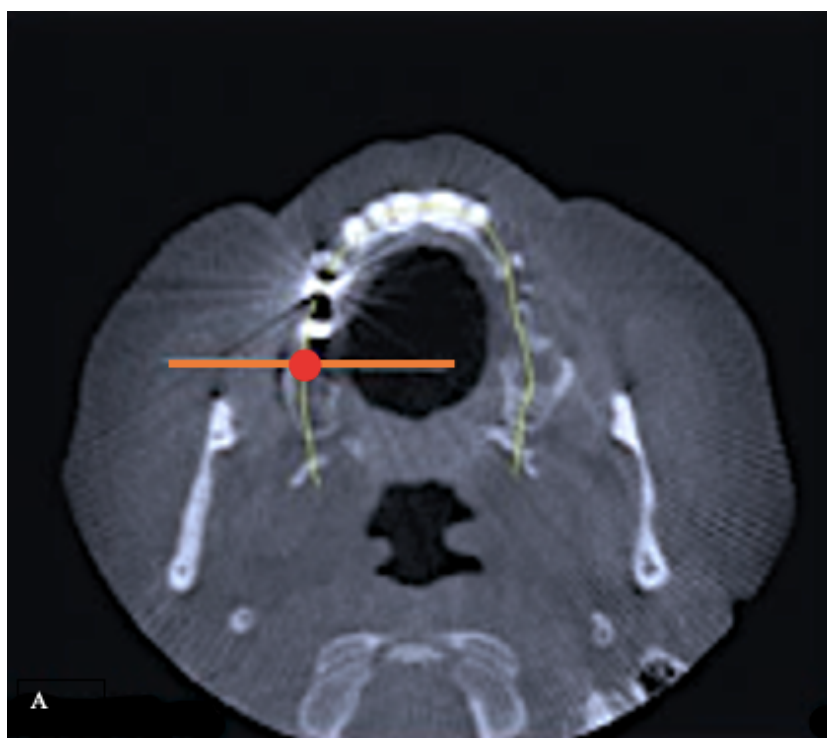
A. Imagem do CBCT do plano axial. Permitindo avaliar estruturas ósseas e anatómicas em 3 dimensões. Imagem adaptada do livro: Froum, S.J (Ed). (2015). Dental implant complications: Etiology, prevention, and treatment (2a ed.). John Wiley & sons.
